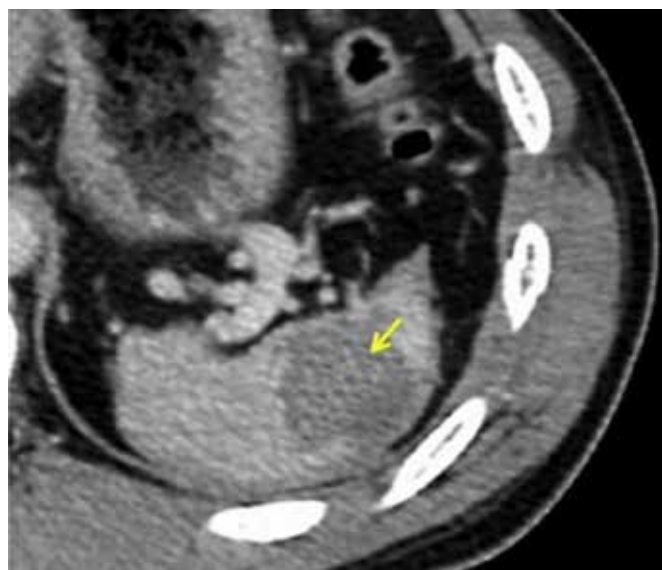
Trauma esplênico contuso: hematoma intra-parenquimatoso. Imagem de tomografia computadorizada<sup>4</sup>.
